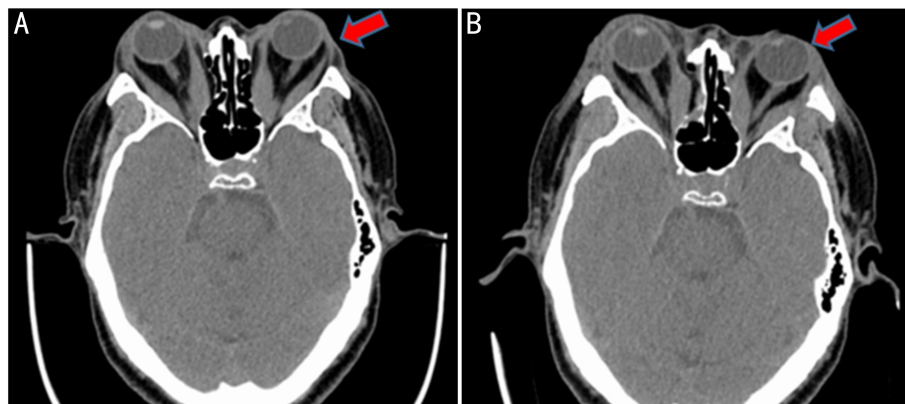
TAO患者左眼(箭头示)手术前与术后1mo CT对比 A:术前;B:术后1mo。
